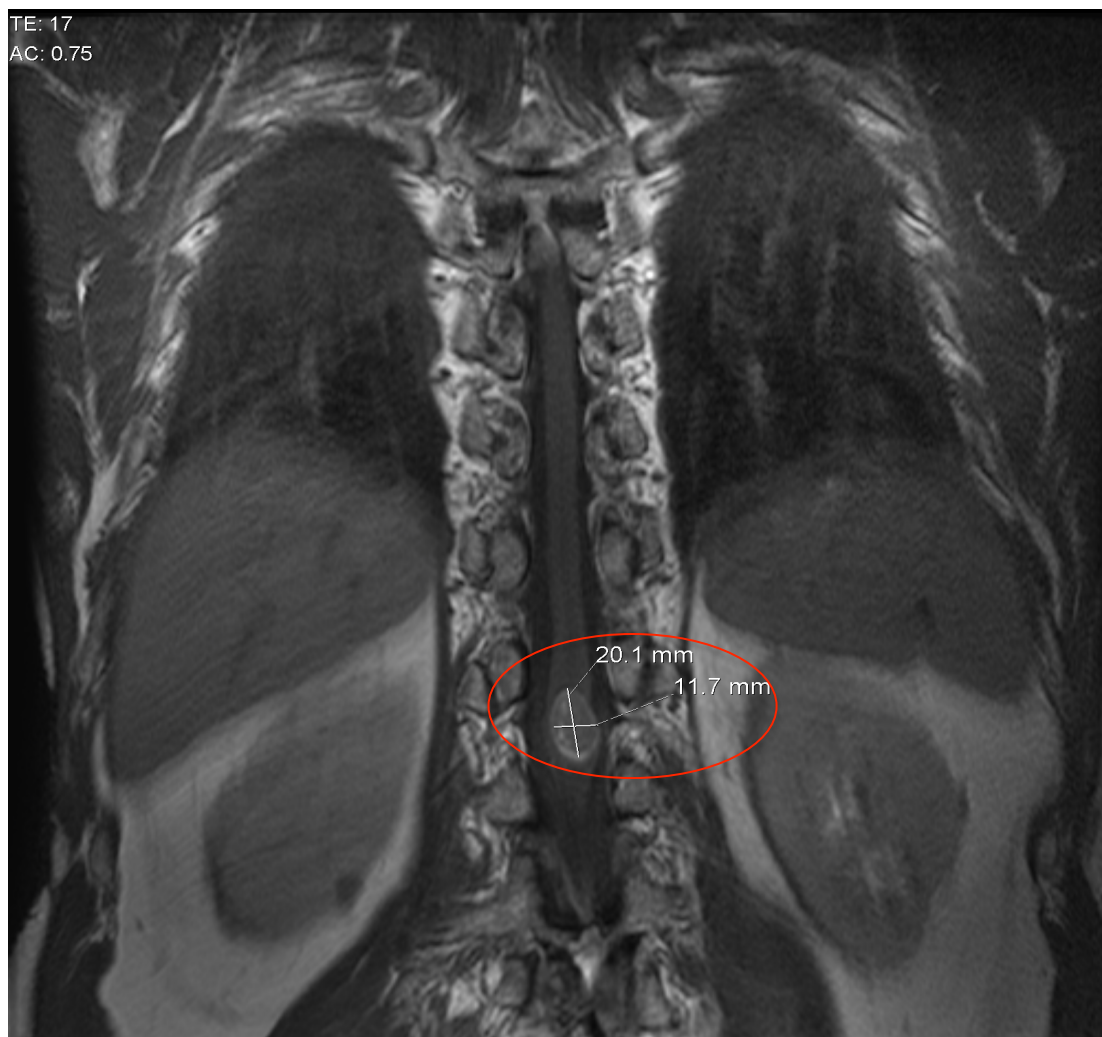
Ressonância magnética corte sagital T1 mostrando LOE (Agosto 2012)
